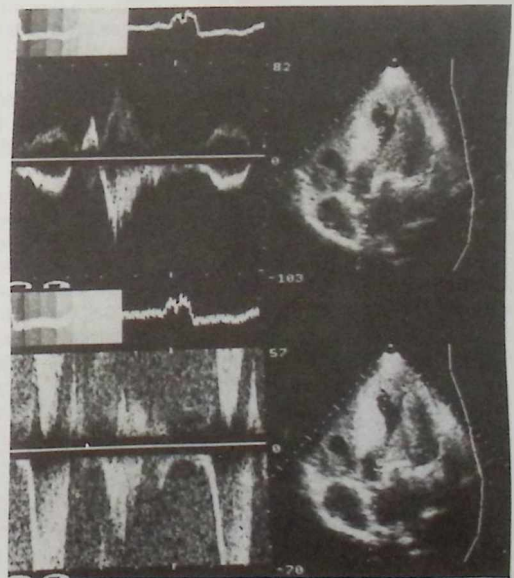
= Doppler pulsado en apex (sup.) y TSV (inf.). Demostrando la progresiva aceleración sin gradientes subvalvulares significativos.
